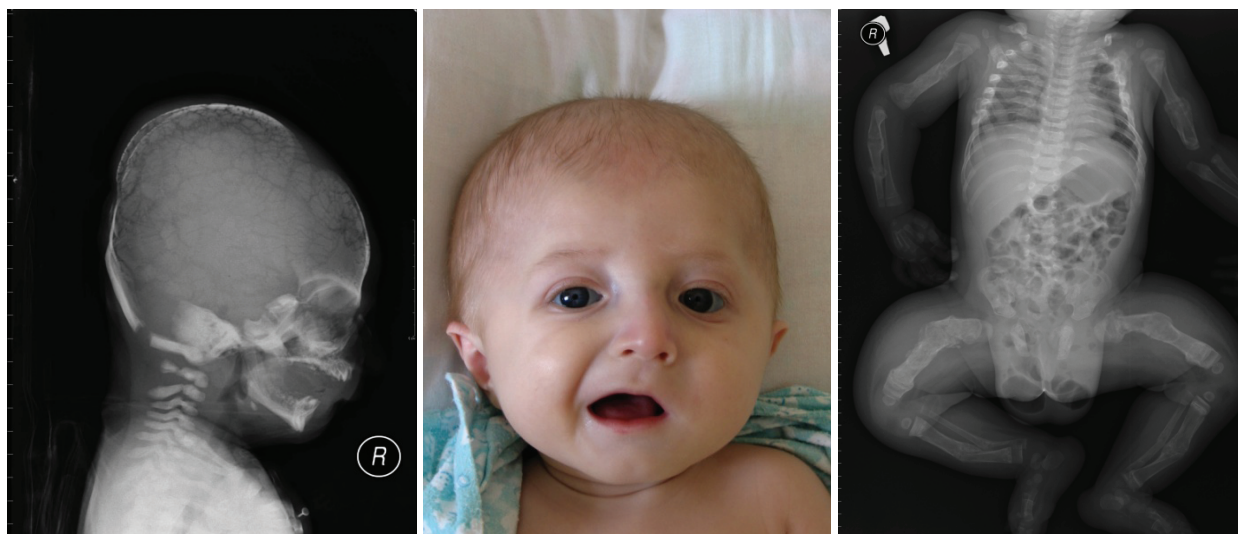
Приклад клінічних і рентгенологічних проявів тяжкої форми ОІ у 4-місячного немовляти. Видочне характеристичні ознаки фенотипу: голубі білківки очу, трикутний kształт твары, наявність багатьох свіжих і загоєних зламань та деформації кісток [з авторського Архіву Клініки Педіатрії Університету Медичного в Білостоку].
